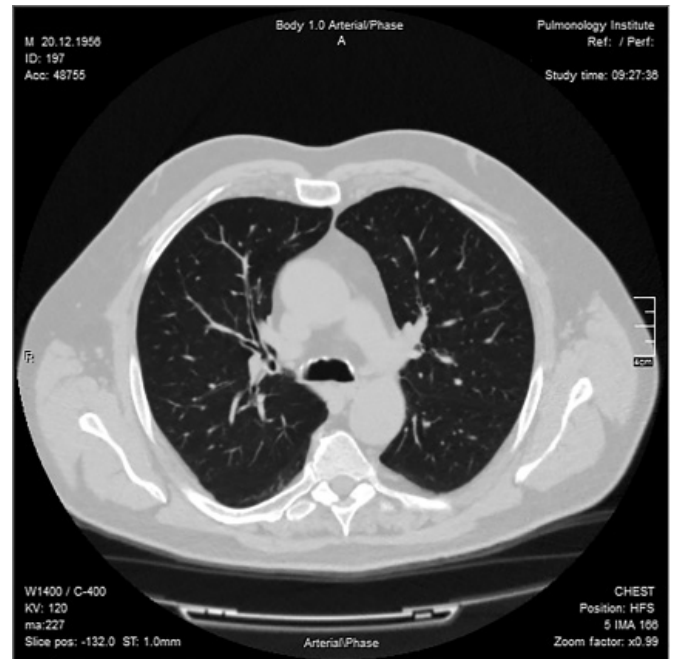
Аксіальний зріз КТ хворого Б.
